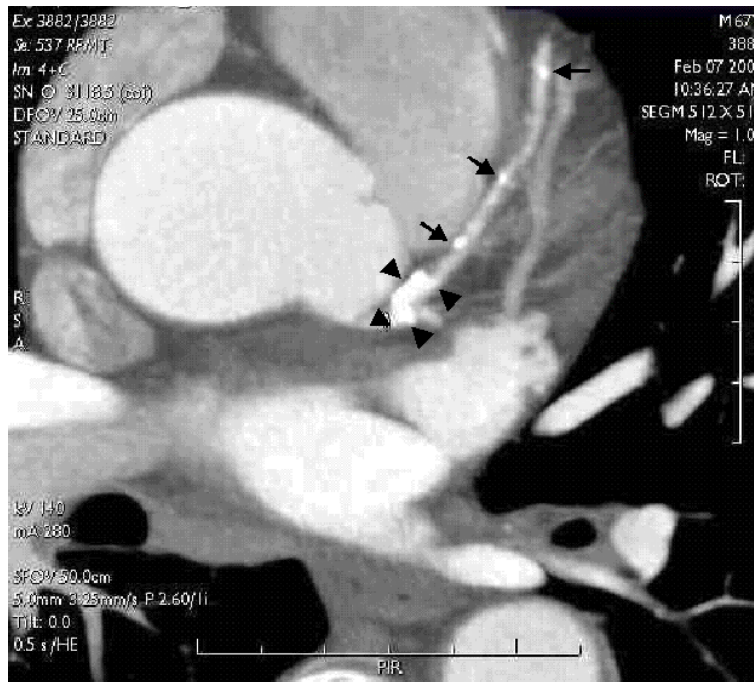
Tomografía Computarizada multicorte (grosor del corte, 5 mm). Tronco de la coronaria izquierda y la descendente anterior, donde se observa una calcificación importante en la coronaria izquierda (puntas de flecha) y otras calcificaciones en la descendente anterior (flechas). Fuente: ROS E, ET AL. Referencia 15
